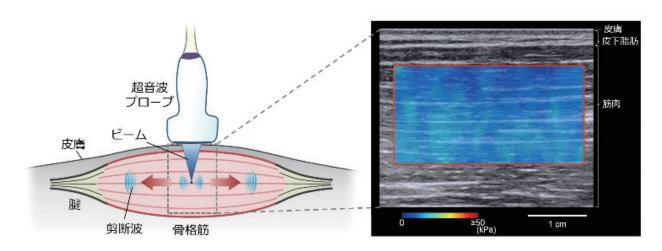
超音波せん断波エラストグラフィの測定原理概要及び測定画像典型例
